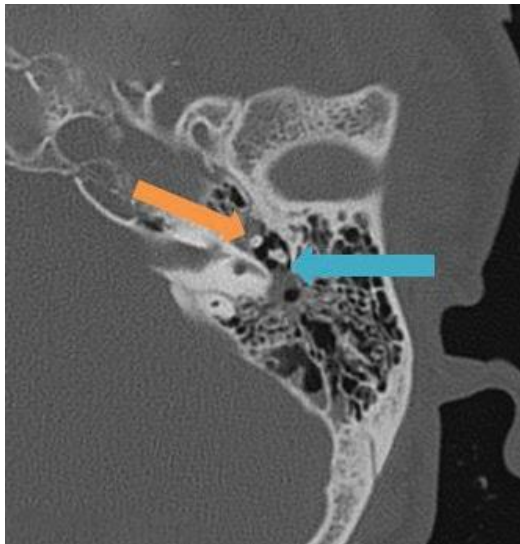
Tomografia computadorizada que mostra uma luxação incudomaleolar. A bigorna esta assinalada pela seta cor de laranja e o martelo pela seta azul.³⁶
